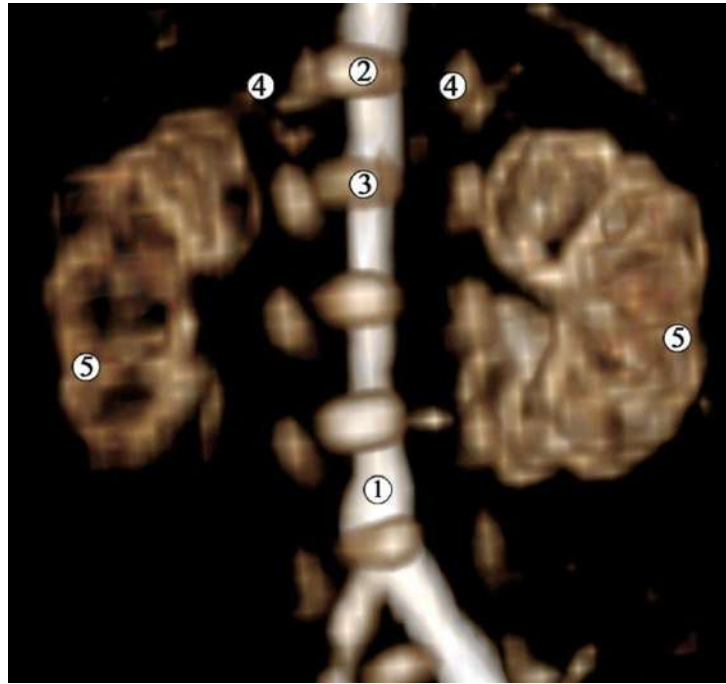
Комп'ютерна томограма 5-місячного плода людини 185,0 мм ТКД. Ін'єкція артеріальної системи сумішшю із свинцевим суриком. Задня проекція. Зб. х4:
